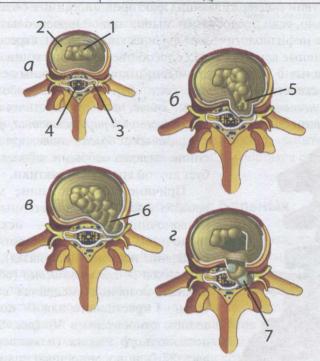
Образование грыж межпозвоночного диска: a — нормальный диск; b — протрузия межпозвоночного диска; b — грыжа межпозвоночного диска с компрессией спинномозгового корешка; r — выпадение грыжи межпозвоночного диска с компрессией нескольких спинномозговых корешков:
